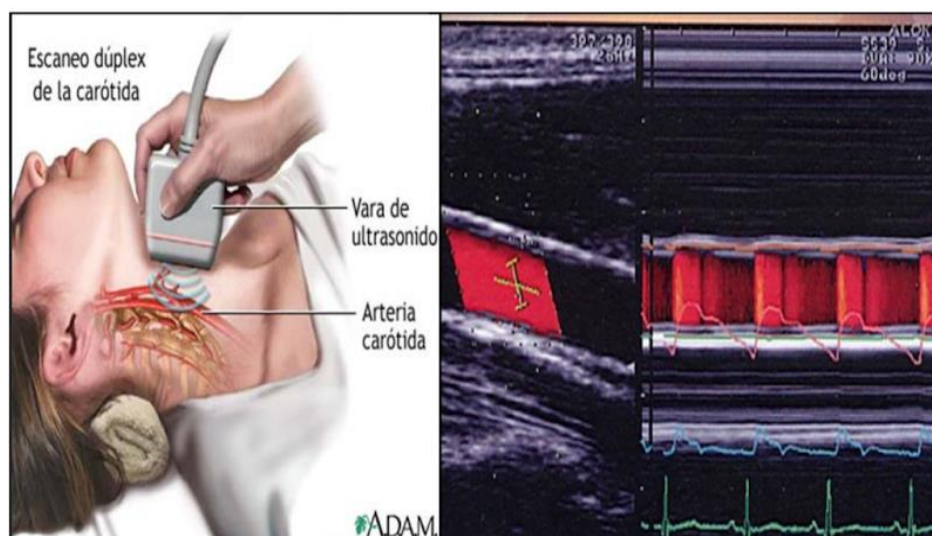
Ecografía de la arteria carótida para estimación de la VOP
